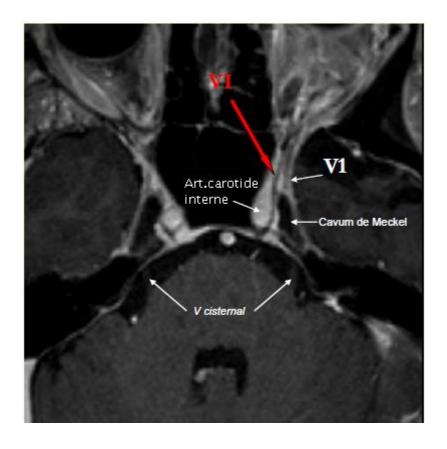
IRM de la loge caverneuse en coupe axiale T1 [26]
